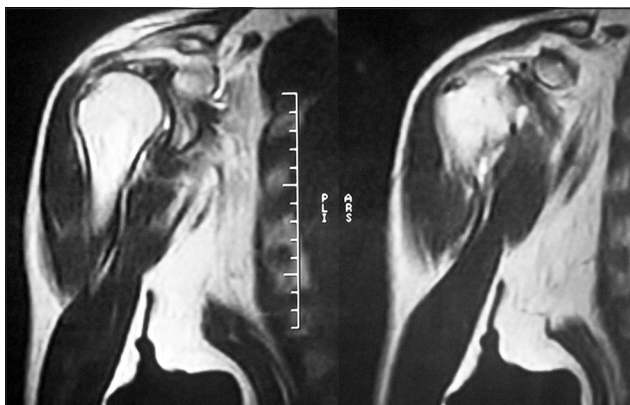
Магнитная компьютерная томограмма правого плечевого сустава
